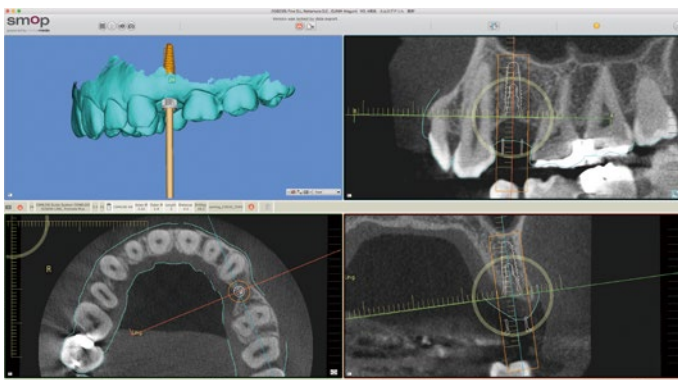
術前の CT と口腔内スキャニングデータでインプラントの埋入シミュレーションを行い、インプラントポジションを決定した。インプラントはティッシュレベルを選択した。
